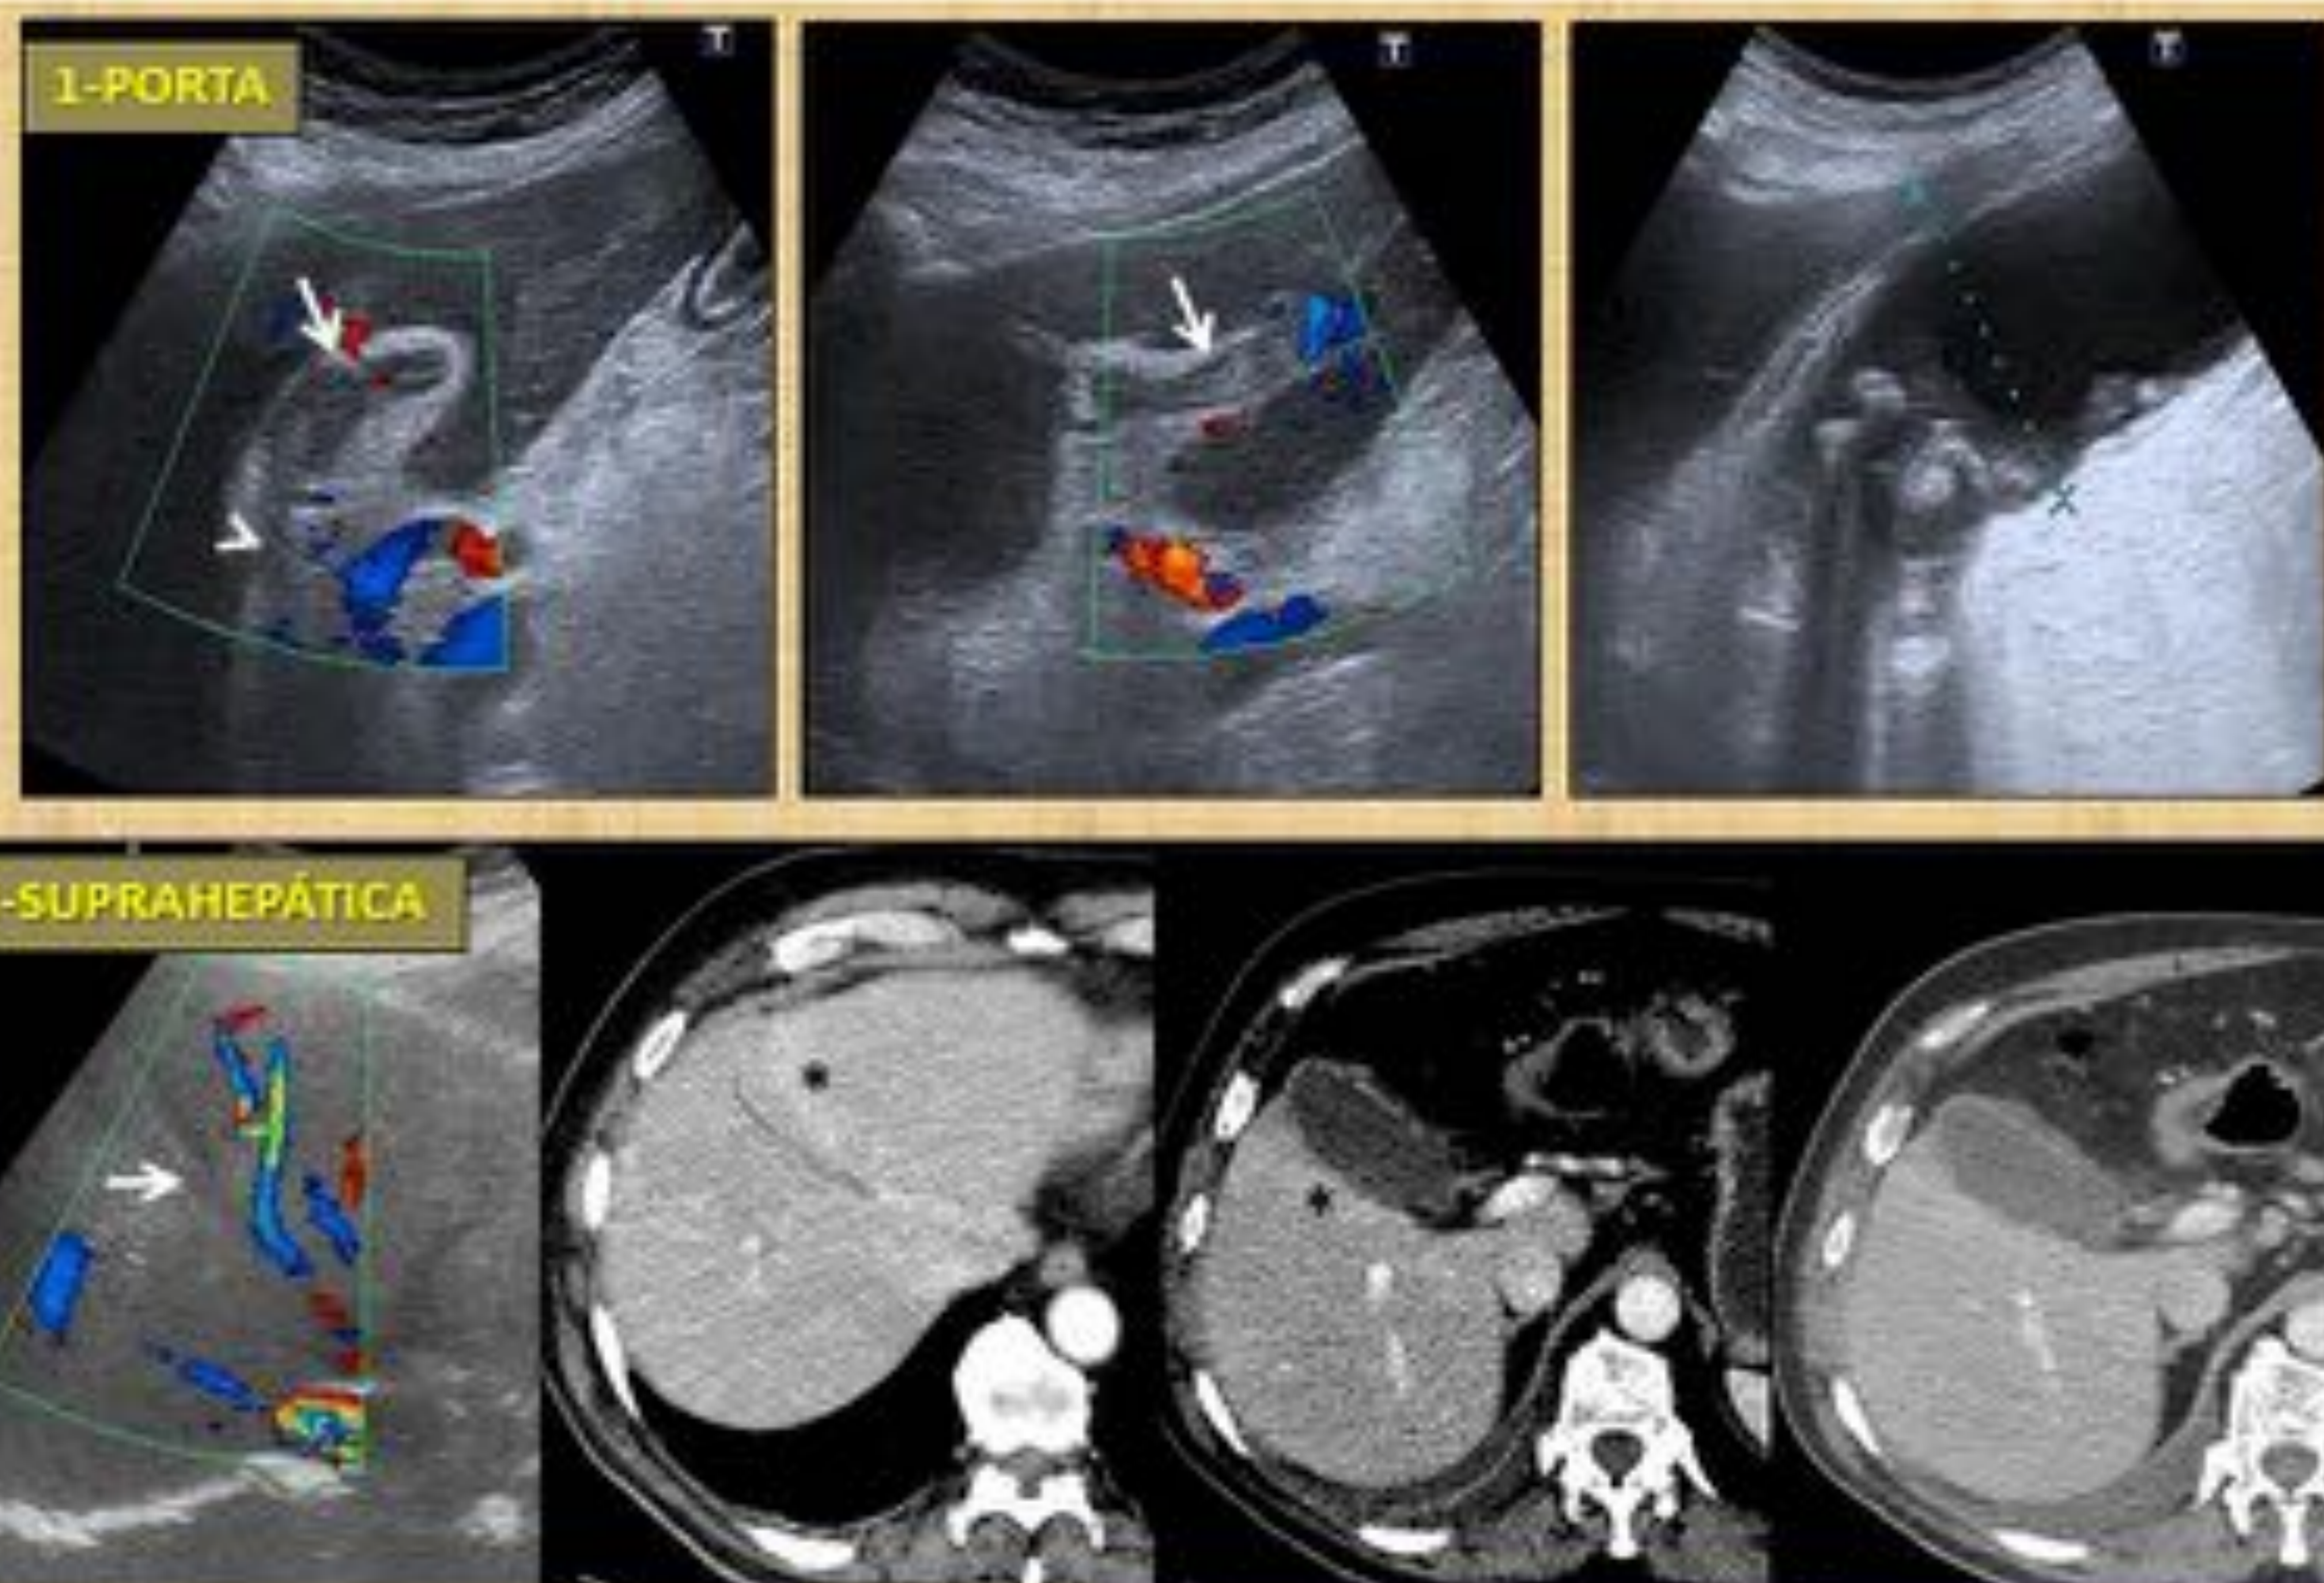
Se muestran dos casos de colecistitis aguda con trombosis aguda venosa regional [pieleflebitis] de rama portal izquierda (CASO1) y de vena suprahepática media (CASO 2) respectivamente (flechas blancas). Nótese en la TC en el segundo caso la presencia de trastornos de atenuación regionales junto a la trombosis de la suprahepática media y yuxtavesiculares (asterisco negro) por la trombosis y el fenómeno inflamatorio de la colecistitis.
